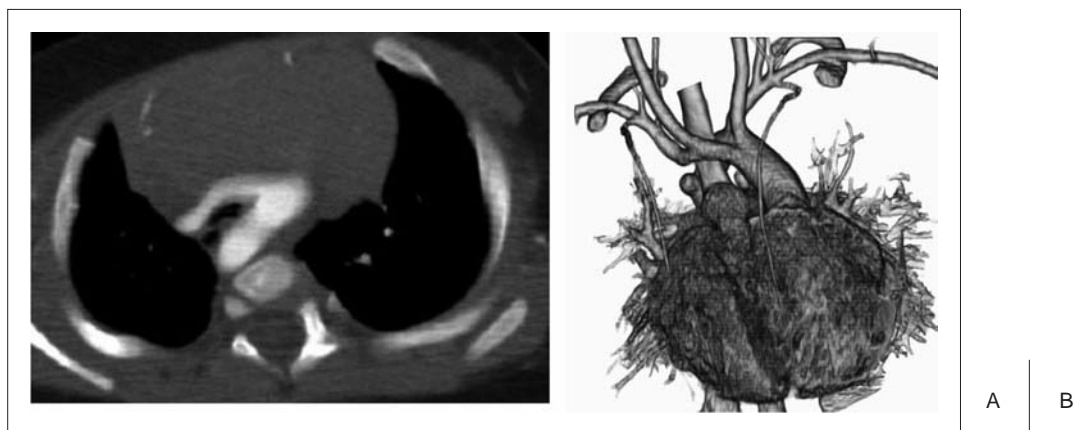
Axial enhanced CT image (A) and 3-D volume-rendered CT image from anterior view (B). The trachea and the esophagus are severely compressed by the vascular ring. The normal branching pattern with left aortic arch and right descending aorta is demonstrated.
